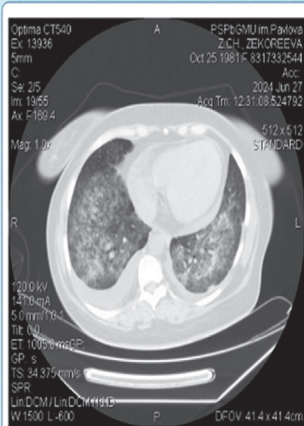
КТ органов грудной клетки на момент перевода в ОАиР
